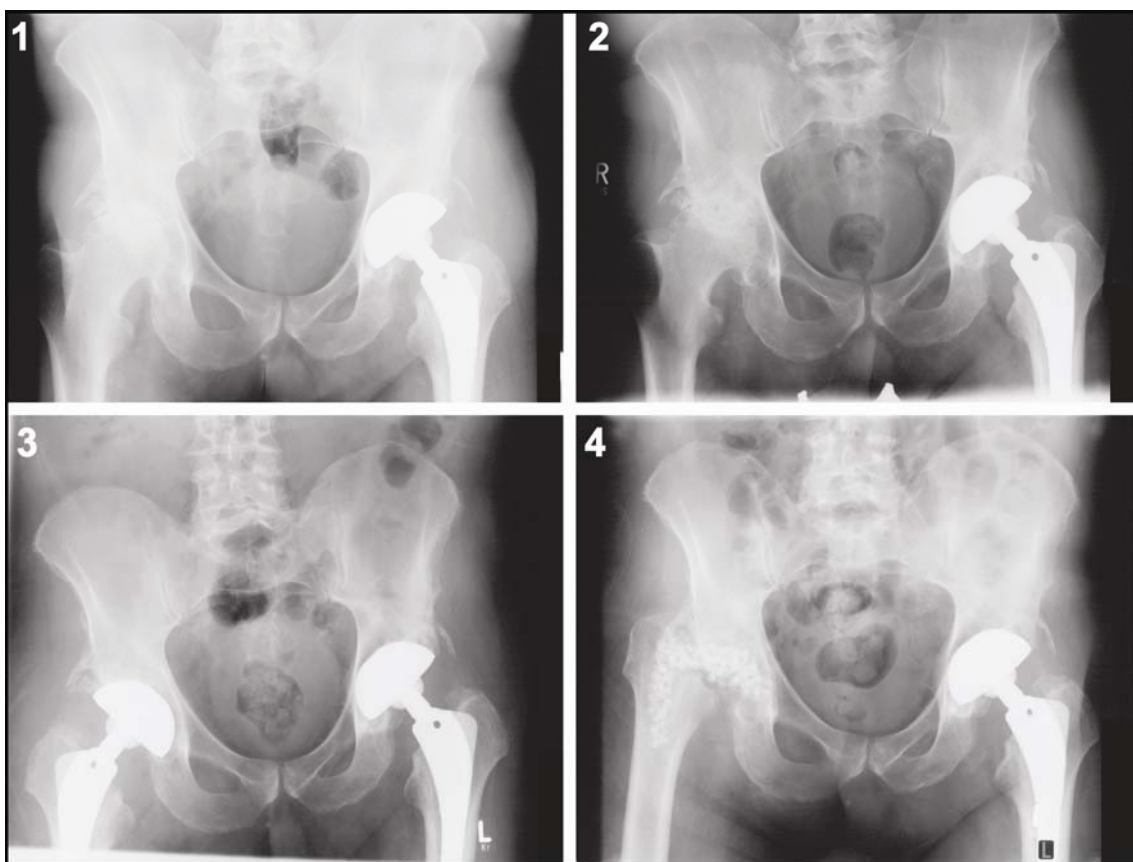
Röntgenbildserie im Verlauf. Implantation einer Hüftprothese links mit PK-Gleitpaarung (Nr. 1, Studienhüfte). Das ein Jahr postoperativ angefertigte Röntgenbild zeigte keine Veränderung der Implantatposition (Nr. 2). Fünf Tage später wurde auf der rechten Seite die Implantation einer Hüftprothese durchgeführt (Nr. 3). Es kam zum Infekt, Herstellung einer Girdlestone-Situation (Nr. 4). Die Röntgenaufnahmen zeigen Projektionsunterschiede. Neben der zunehmenden Beckenverkipfung nach links fällt die Verkleinerung des Foramen obturatum auf.
